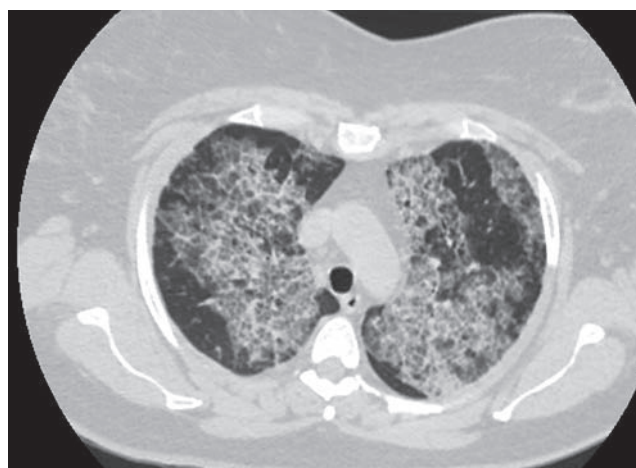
Компьютерная томография грудной клетки, выполненная в октябре 2021 г.
